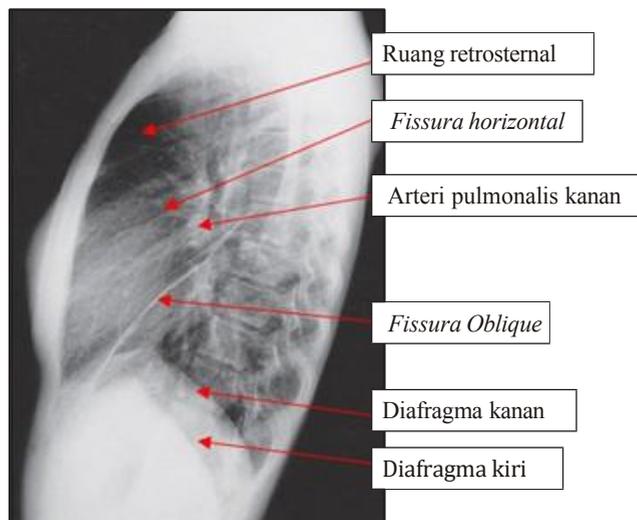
Pendekatan sistematis untuk evaluasi radiografi toraks
